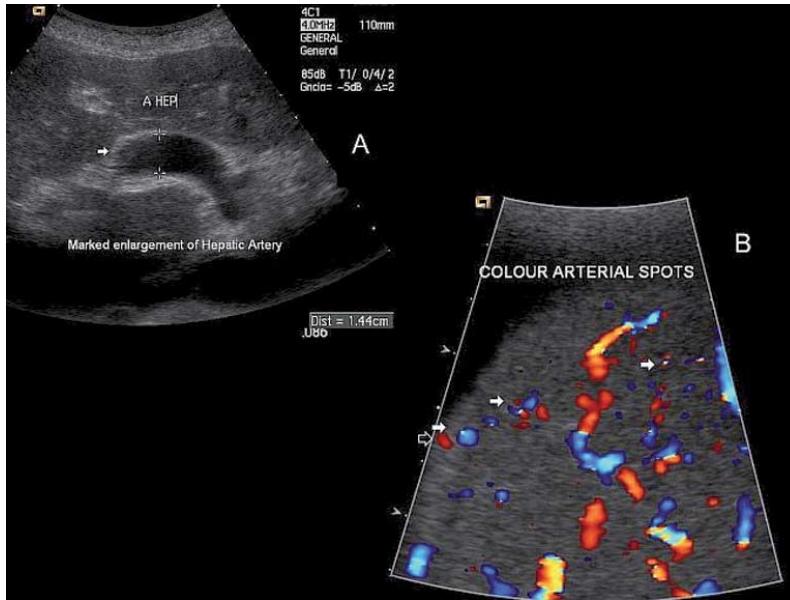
Deutliche Vergrößerung der Leberarterie bei einer 45-jährigen Frau mit Morbus Osler und Leberbeteiligung und konsekutivem Pfortaderhochdruck (A). Der Durchmesser der Leberarterie maß 14 mm. Der Farbdoppler demonstriert an derselben Patientin (B) die hepatischen vaskulären Alterationen, erkennbar an Farbspots (Pfeile), die teils subkapsulär liegen (leerer Pfeil).
